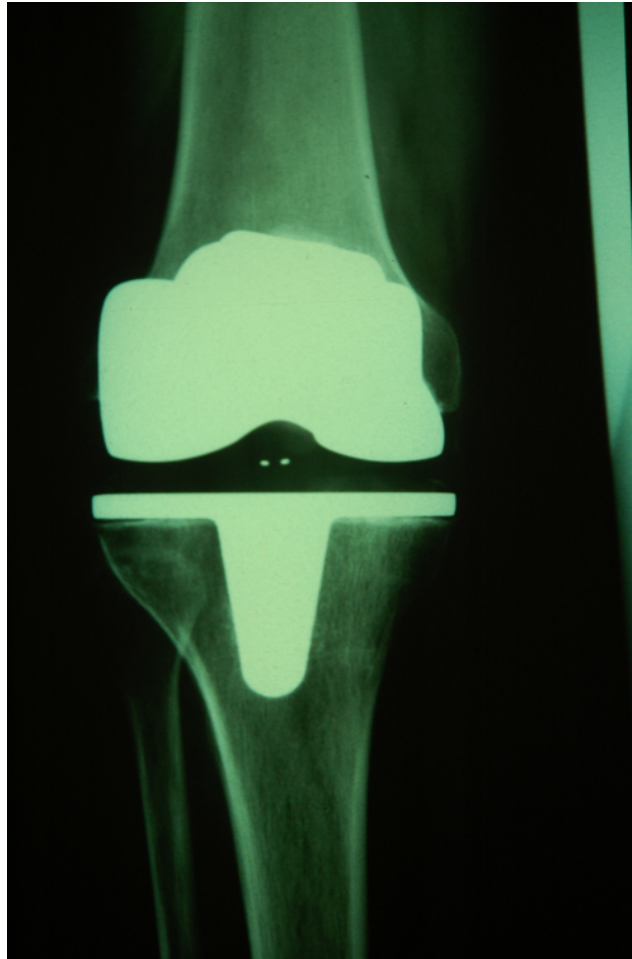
LCS-Knieendoprothese im a.p- Röntgenbild
